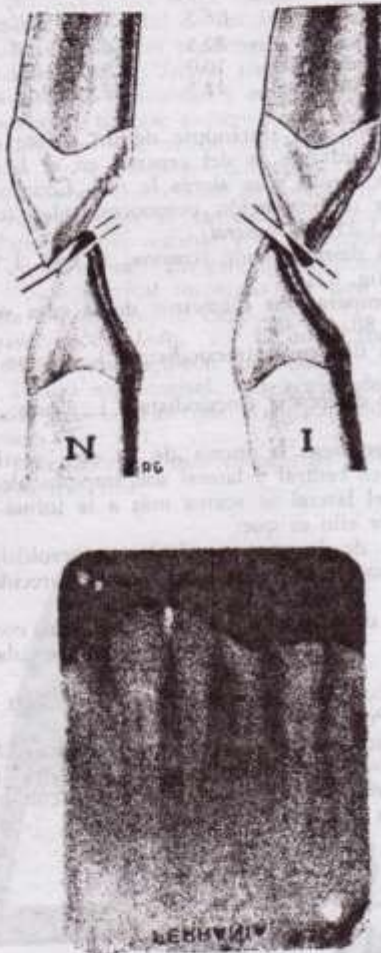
El desgaste del borde incisal, a nivel de los caninos. N: En oclusión normal; I: En oclusión invertida. En el primer caso, el diente superior se abrasiona a expensas de palatino (en blanco) y el inferior, de vestibular (en negro); la inversa se cumple en el segundo caso. En la radiografía se ven las distintas disposiciones a que han llegado los cuatro incisivos inferiores como consecuencia de la abrasión. Es evidente que esos dientes se encontraban en condiciones tales que no correspondían a las normales de oclusión y articulación.
